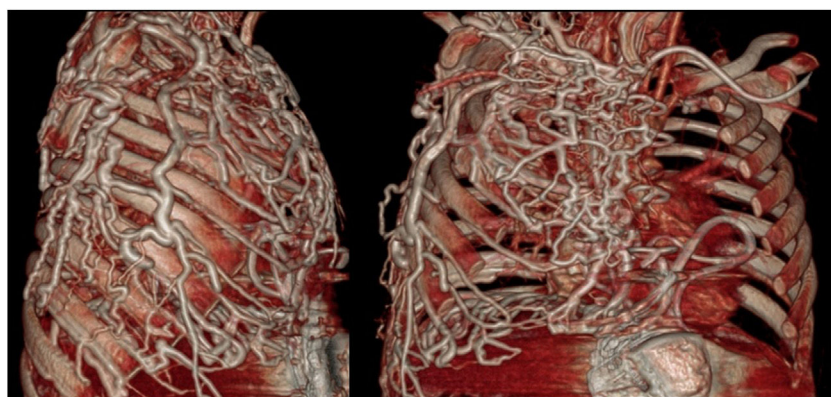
Extensa circulación venosa pulmonar colateral demostrada mediante tomografía computarizada (reconstrucción en 3D) que podría haber condicionado estasis venoso y linfático y secundariamente la formación de moldes bronquiales.
